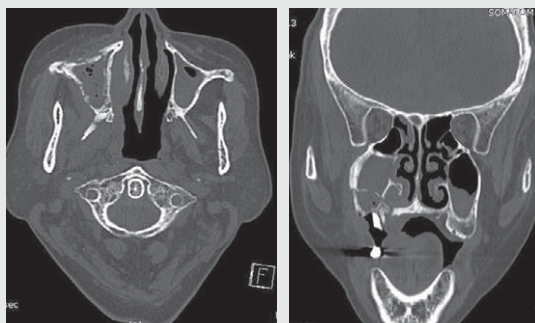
CT with contrast(axial view & coronal view)
